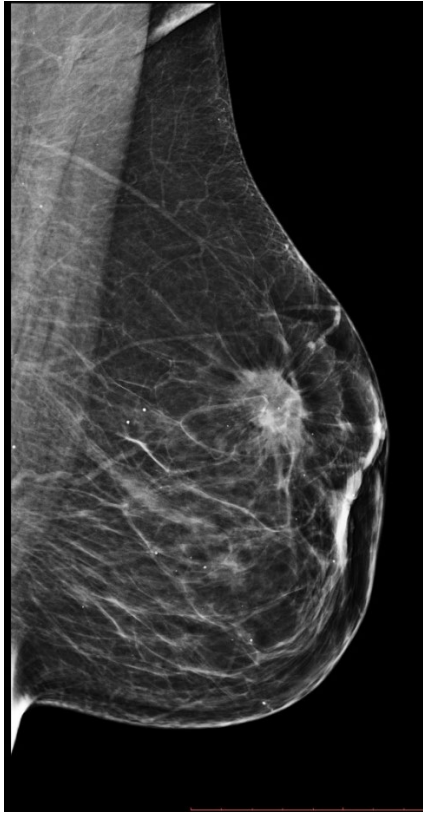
Цифрова рентгенівська мамографія лівої молочної залози (медіолатеральна проекція (LMLO)).
